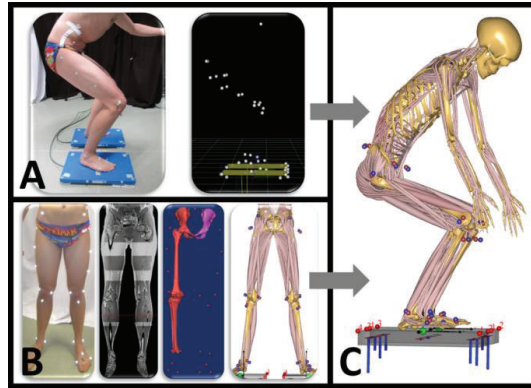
Overview of data input for the MoCap model. (A) Squat motion is performed standing on 2 force plates (B) Markers placed on anatomical landmarks and MRI scan of the full lower limb used for the segmentation (C) MoCap squat model.
